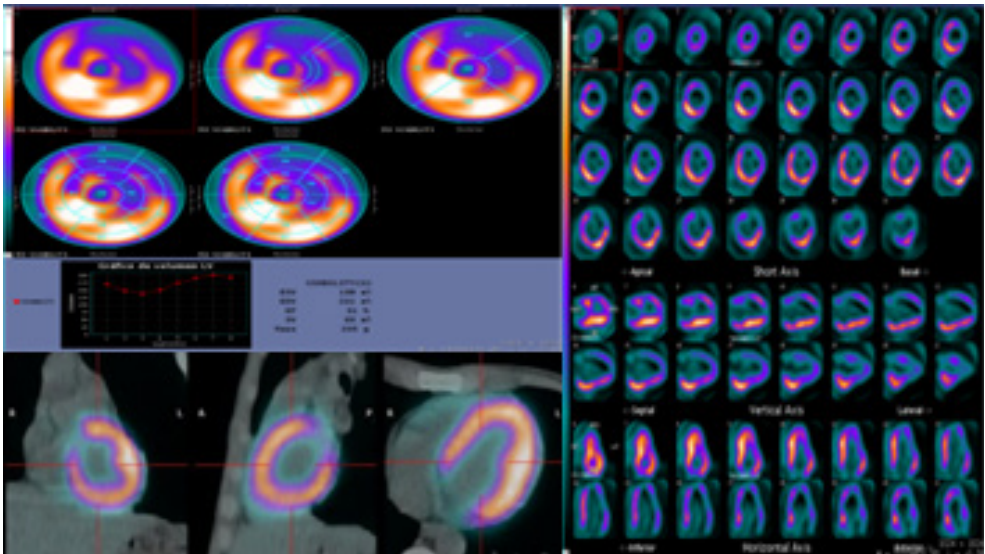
PET-CT Cardíaco
